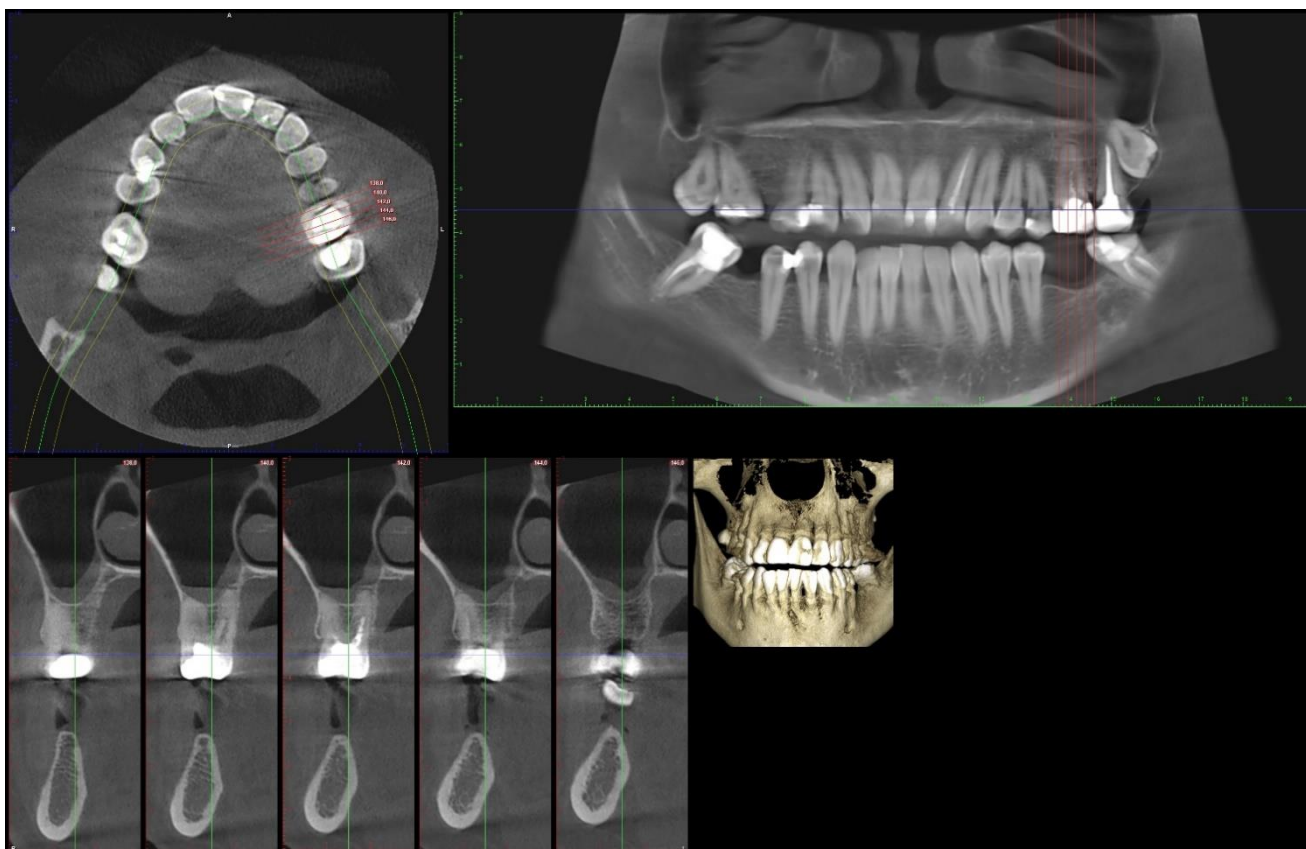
Конусно-лучевая компьютерная томограмма челюстей больного с ХГП.
